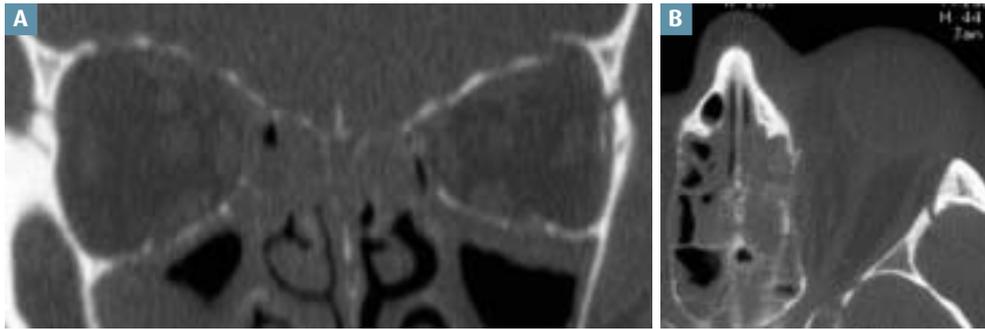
Exophtalmie post-traumatique. TDM, coupe coronale (A) et axiale (B) : exophtalmie de grade II par effondrement du toit de l'orbite et œdème post-traumatique.
